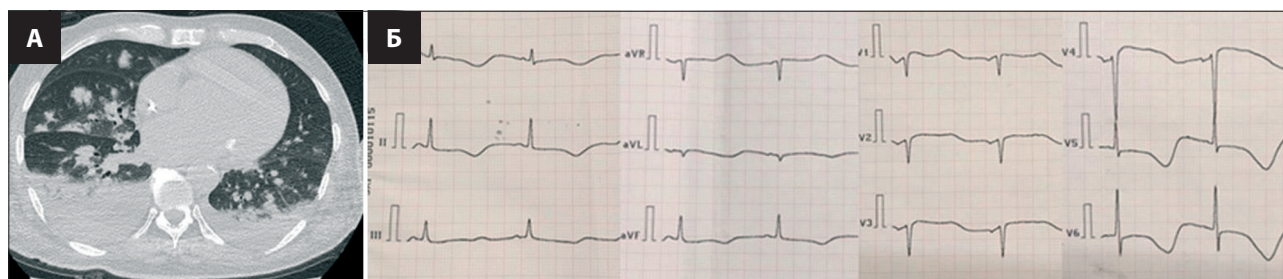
А – МСКТ ОГК при поступлении; Б – ЭКГ при поступлении
